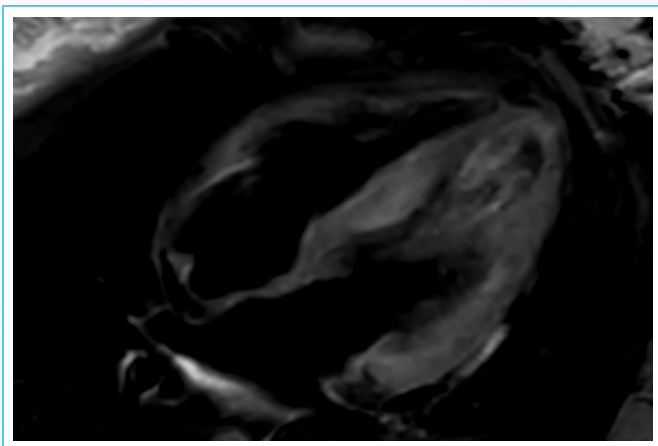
RMN secuencia T2 SPIR. Discreta hiperintensidad sugestiva de edema en el segmento medio de la cara anterior y el septo medio.
